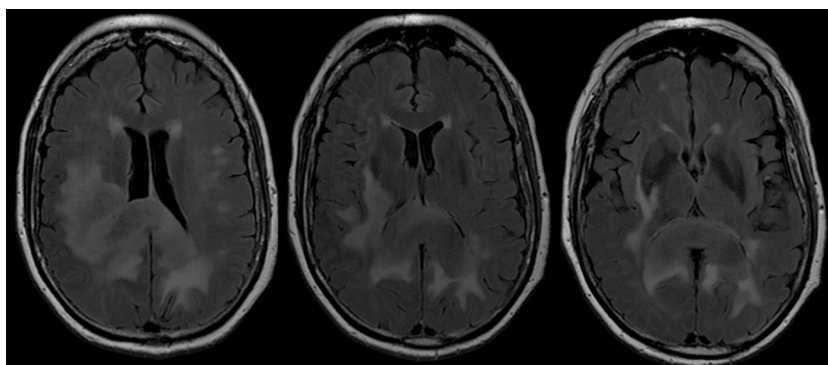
RM de cerebro (FLAIR): imagen hiperintensa que compromete ambos occipitales desusándose por esplenio de cuerpo calloso ("alas de mariposa").
